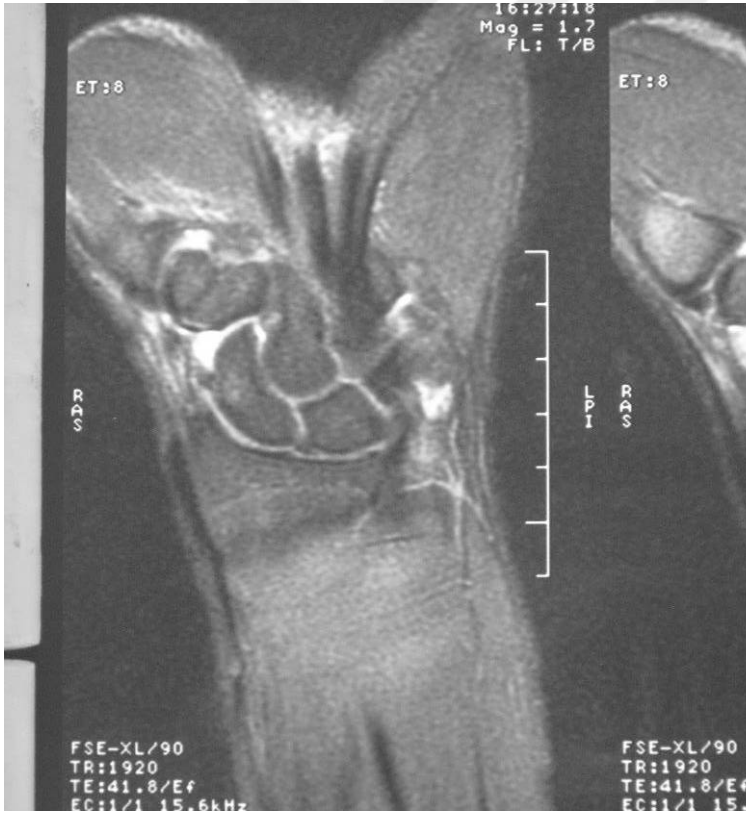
Olgu 1' deki hastanın manyetik rezonans görüntülemesi koronal kesiti. MRG' de kemik zedelenmesi gözükmemektedir.
